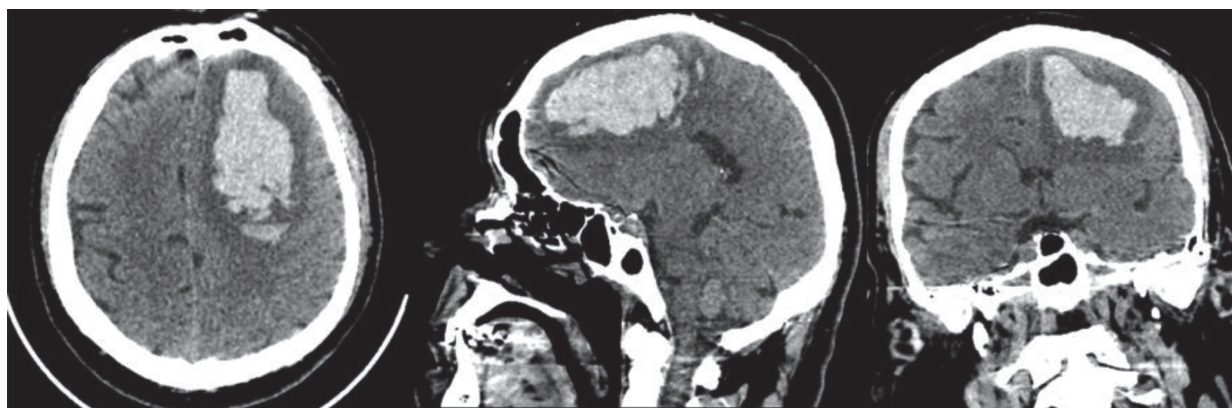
КТ головного мозга при поступлении
